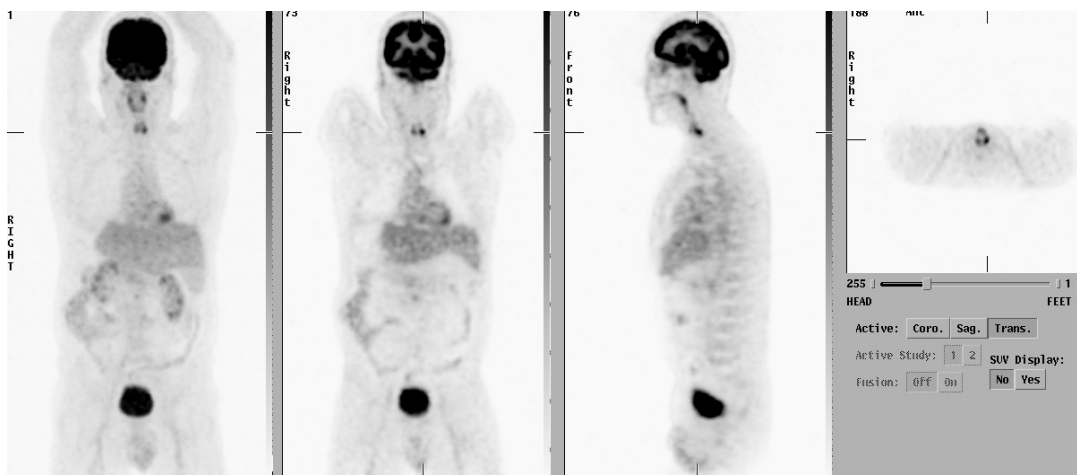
ein weiteres Beispiel für eine „benigne“ Speicherung von FDG im Larynx in allen Ebenen
